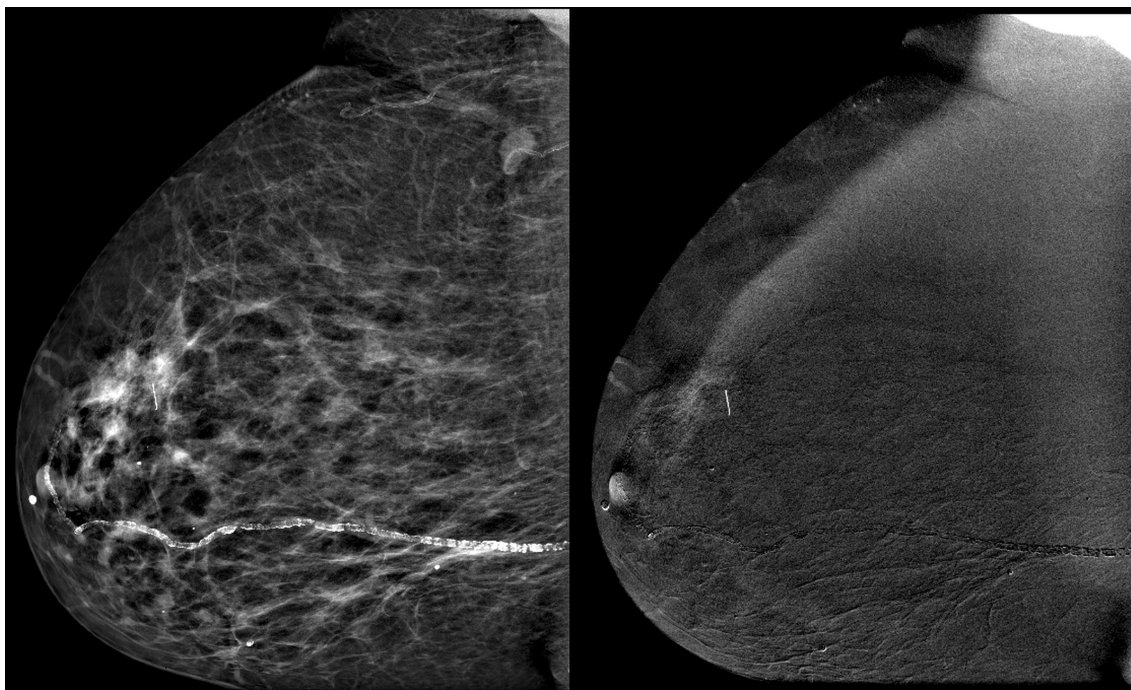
CDIS – margens positivas. Mamografia digital com meio de contraste: imagens MLO da mama direita. Cirurgia conservadora com margens cirúrgicas positivas. Fragmento de fio de agulhamento periareolar com realce não nodular, focal, heterogêneo. O fio metálico gerou importante artefato de susceptibilidade magnética na ressonância magnética, impossibilitando a avaliação.
